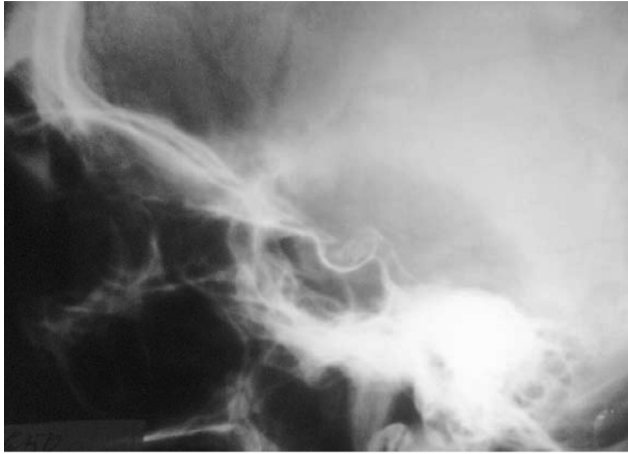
Больная Г. 72 лет с ПОУГ: на рентгенограмме обызвествление внутренней каротидной артерии в проекции турецкого седла
